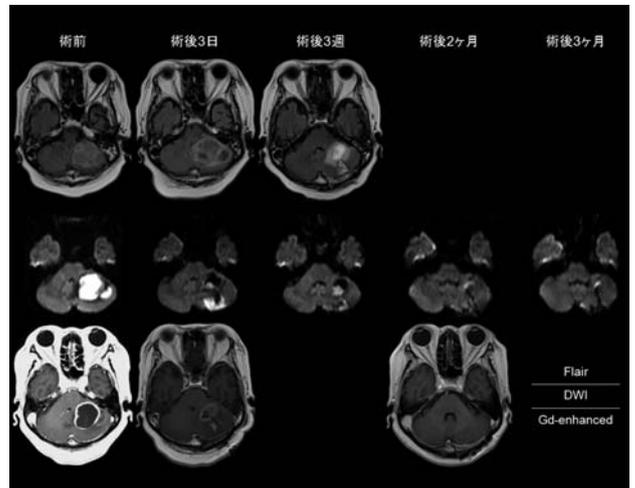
After a course of antibiotics administration, brain MRI showed remarkable decrease of brain abscesses as well as edema.
